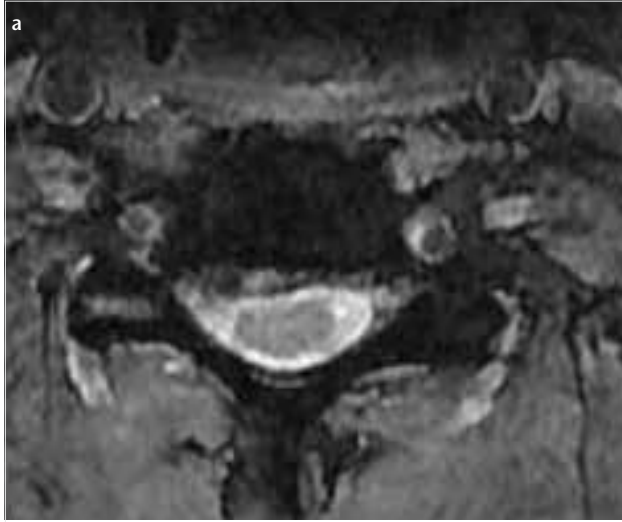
a, b. C6-7 sağ foraminal disk hernisi: T-2 ağırlıklı aksiyel MR (a). C6-7 sağ foraminal disk hernisi: T-2 ağırlıklı sagittal MR (b) MR: manyetik rezonans
